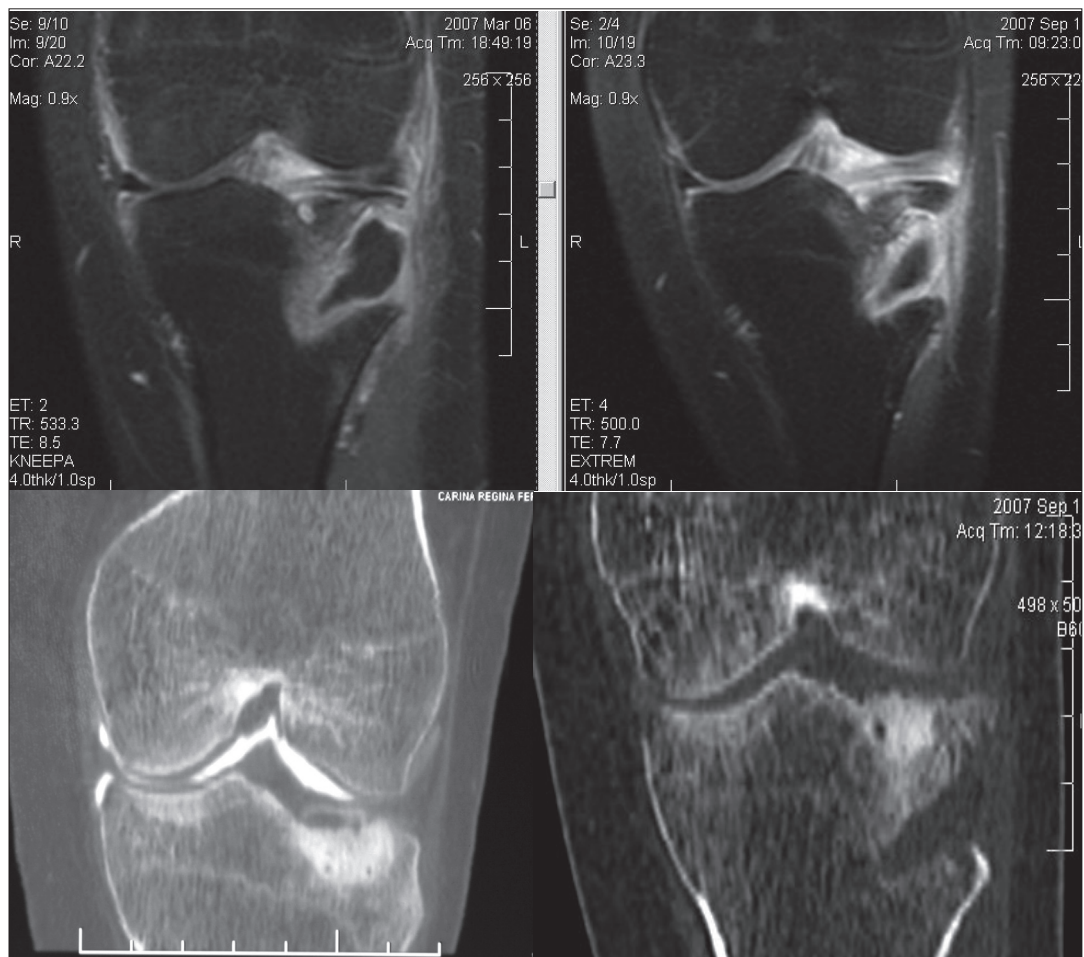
Клиническое наблюдение 1. Контрольное рентгенологическое исследование через 6/12 мес после операции
